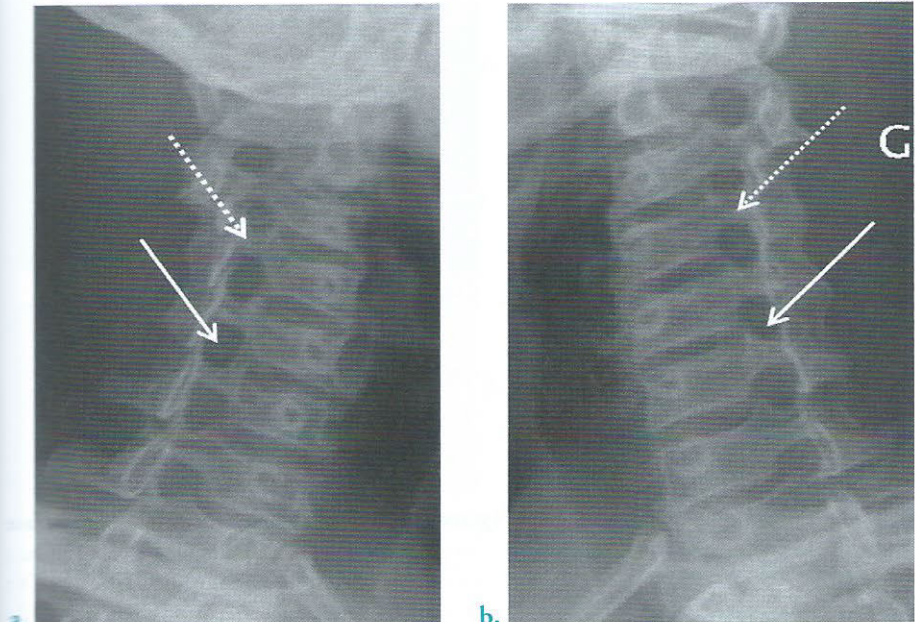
Radiographies du rachis cervical
